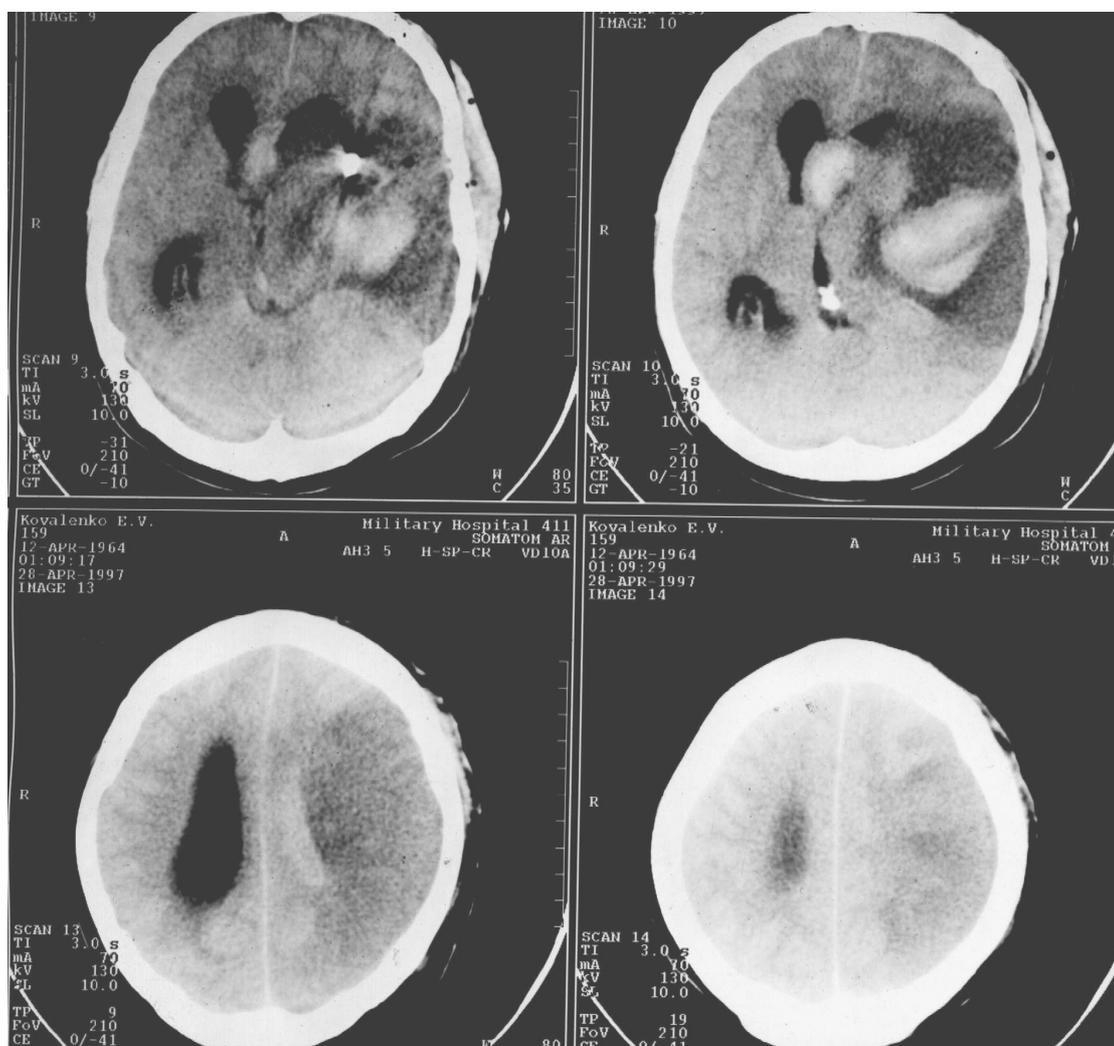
КТ больного К. (№ ист. болезни 6323) после операции клипирования двух АА левой СМА и разрыва третьей АА ПСА.
